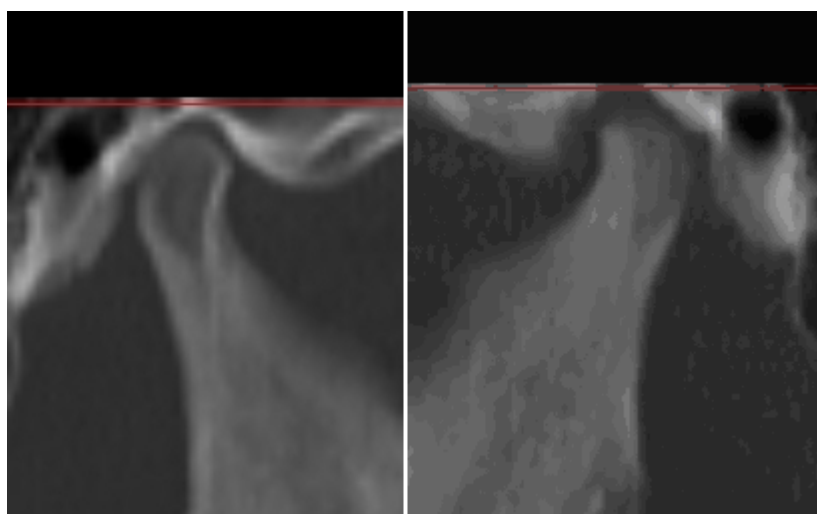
Рентгенограмма правого (а) и левого (б) ВНЧС
